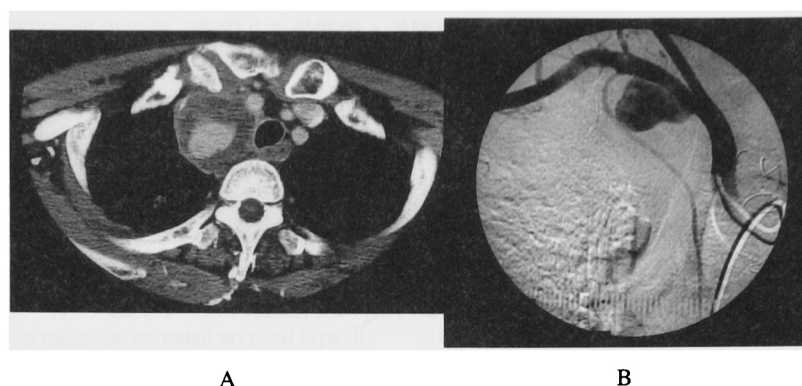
An aneurysm of rt. subclavian artery on CT scan (A) and angiography (B)
